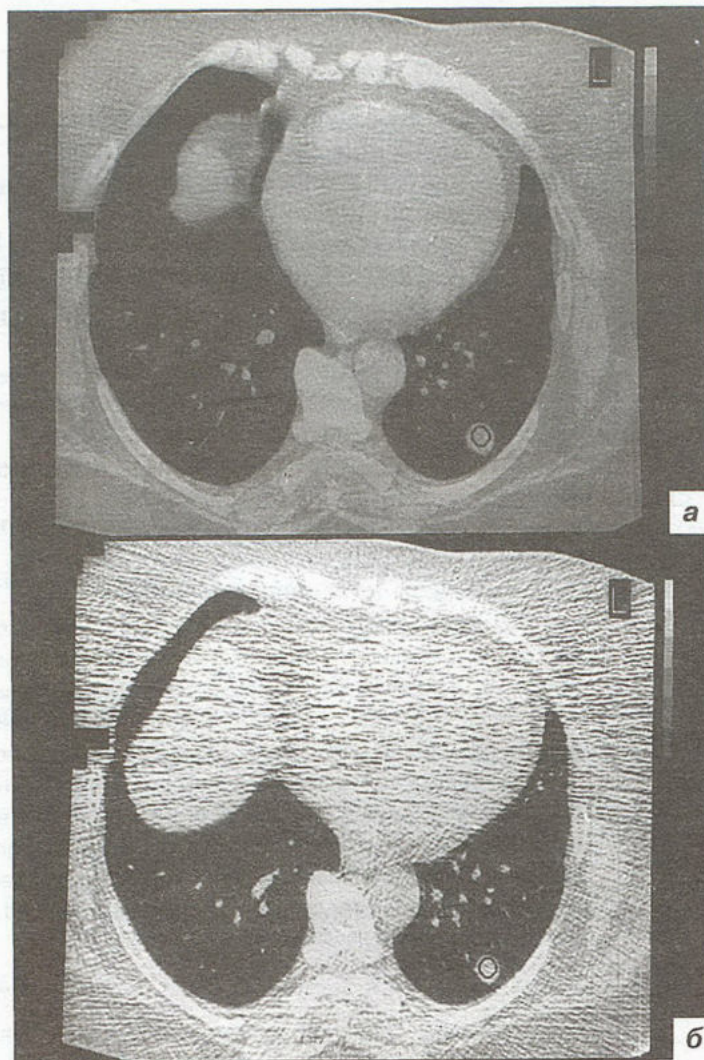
Компьютерная томограмма больной К-вой 62 лет. Периферическая аденокарцинома 9 сегмента левого легкого.
